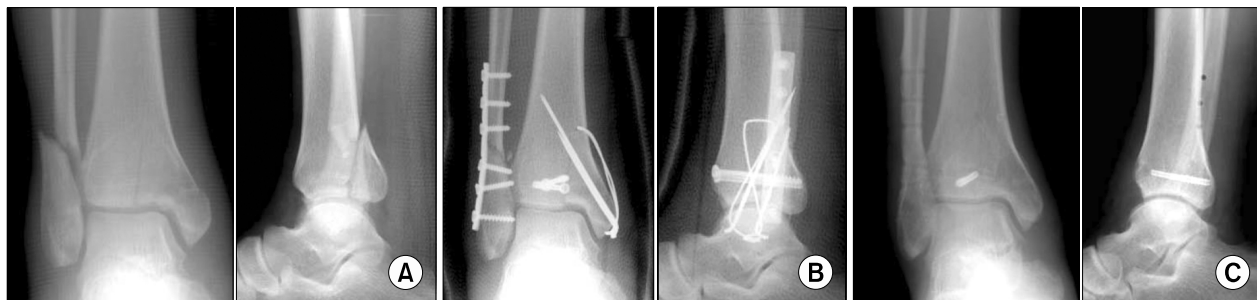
A 49-year-old man had a trimalleolar fracture of the ankle joint (A). The posterior malleolar fragment was fixed with two cannulated screws (B). The plain radiograph after metal removal shows a well preserved articular surface and a remnant of the broken screw (C).
